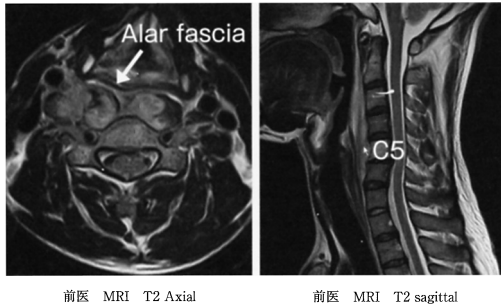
Axial MRI showing the alar fascia. Sagittal MRI showing a T2 high signal in the fifth cervical vertebra and T2 low signal area in the C5-6 intervertebral disc and narrowing of the disk space.
